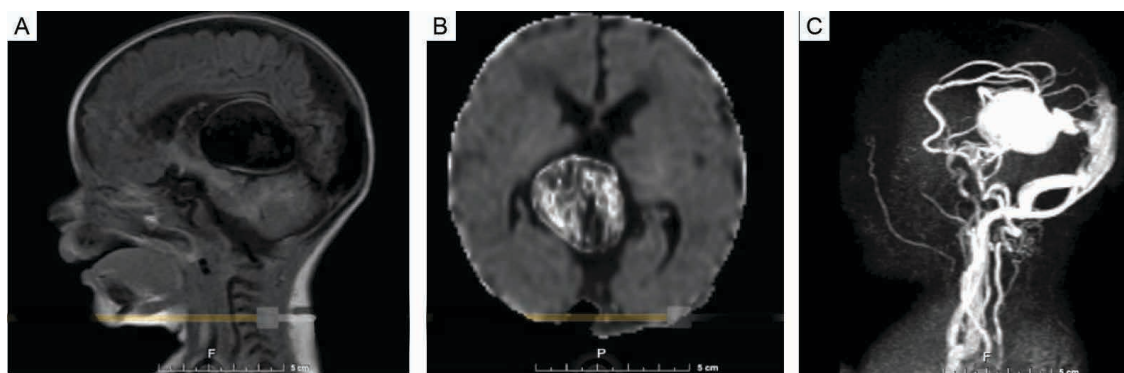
Resonancia magnética de cráneo. (A y B) Corte sagital y transversal, demostrando la presencia de una gran malformación arteriovenosa de la vena de Galeno e hipoplasia del cuerpo calloso. (C) Angiografía magnética dilatando seno recto, tórula, senos transversos y sigmoideos, también arterias pericallosas, marginales y cerebrales posteriores
